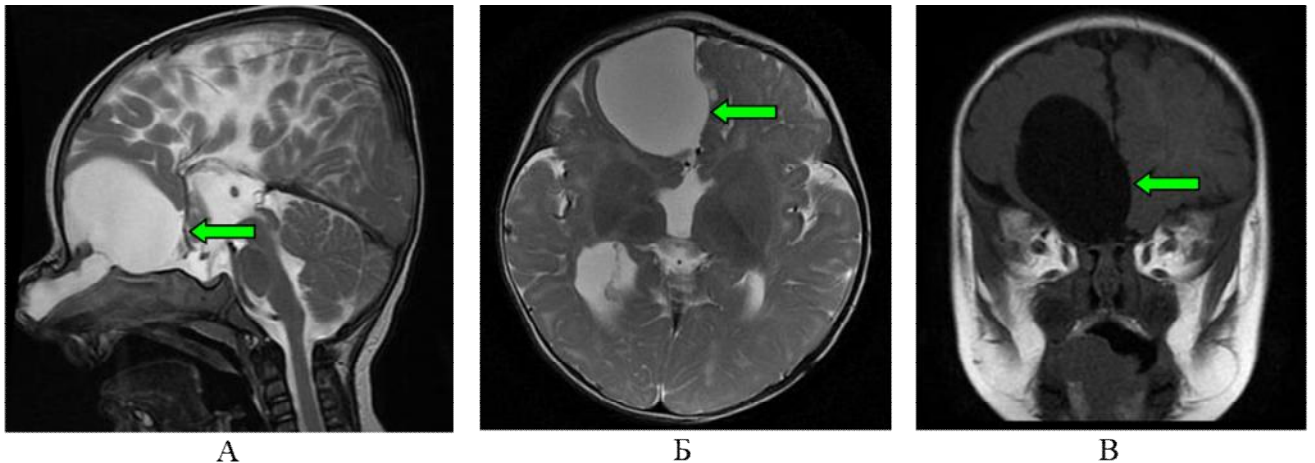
Пациент П-н, 9 мес. МРТ-изображение головного мозга пациента с назо-этмоидальной черепно-мозговой грыжей: А- сагитальный срез в Т2 режиме, стрелкой указана арахноидальная киста в области передней черепной ямки, Б - аксиальный срез в Т2 режиме стрелкой указана арахноидальная киста передней черепной ямки, В - фронтальный срез в Т1 режиме стрелкой указана арахноидальная киста передней черепной ямки
